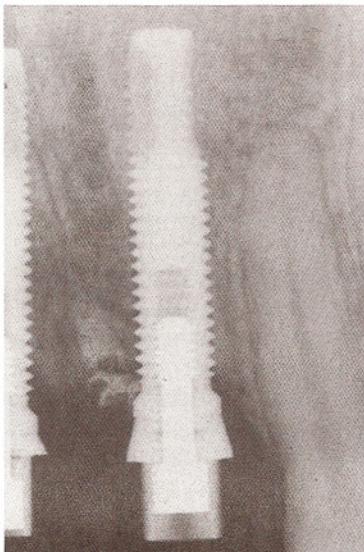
На рентгенограмме видны излишки цемента в мягких тканях.
